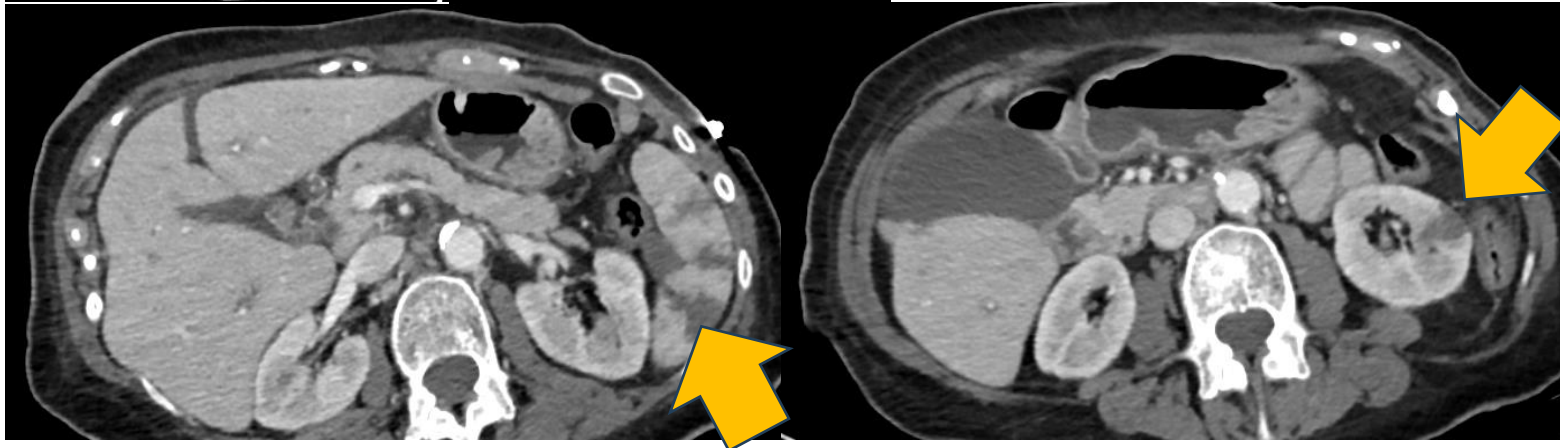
TC craneal simple que muestra extensa HSA que afecta surcos frontales altos (flecha azul), así como un área de isquemia establecida parieto-occipital derecha (flecha naranja). Se revisa un TC abdominal previo que muestra áreas isquémicas renales y esplénicas (flecha naranja) en contexto de émbolos sépticos, en paciente con endocarditis.
